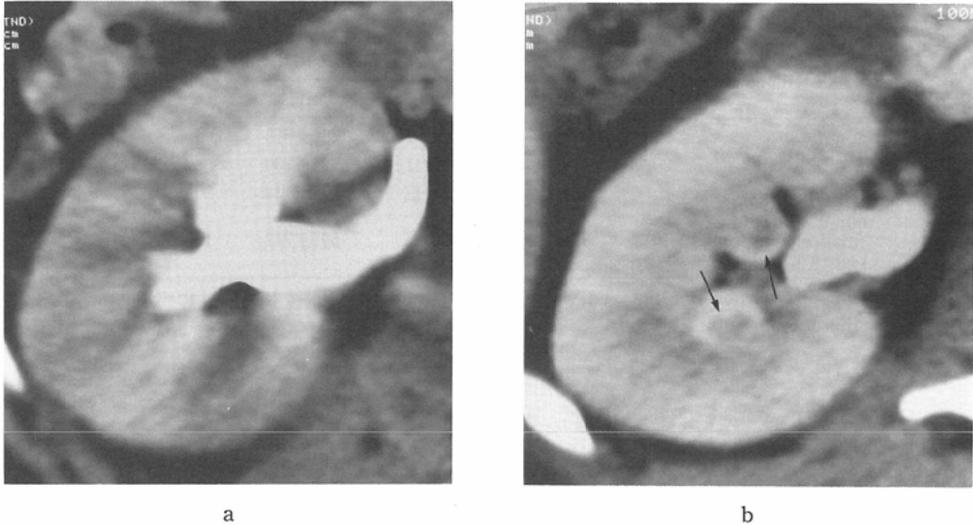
Case 1. It is difficult to evaluate the renal papilla and pelvis because of artifacts on non-d. CT (a), but f-d. CT provides a distinct hypodensity in the calyx (arrows) (b).
